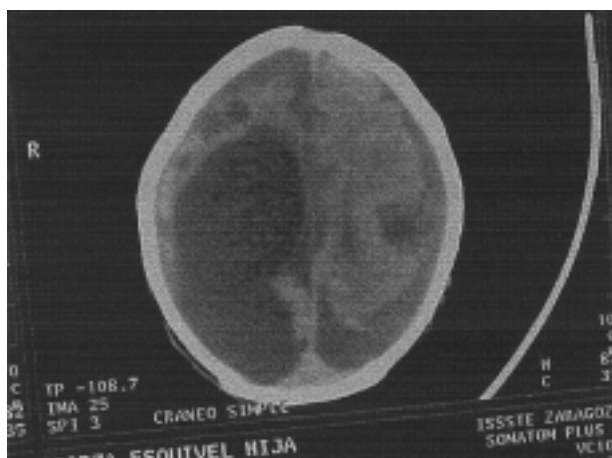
TAC de cráneo simple en corte axial: en donde se observa atrofia cerebelosa y atrofia subcortical.
